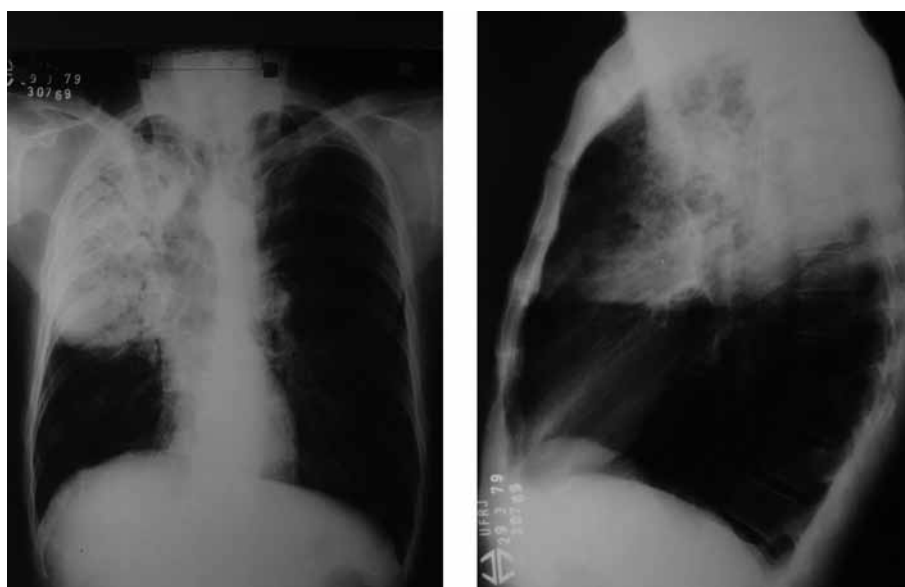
Paciente do sexo masculino, apresentando infiltrado pulmonar em lobo superior do pulmão direito, devido a pneumonia. Na radiografia de perfil observa-se o comprometimento pulmonar limitado pela cisura do lobo médio.
